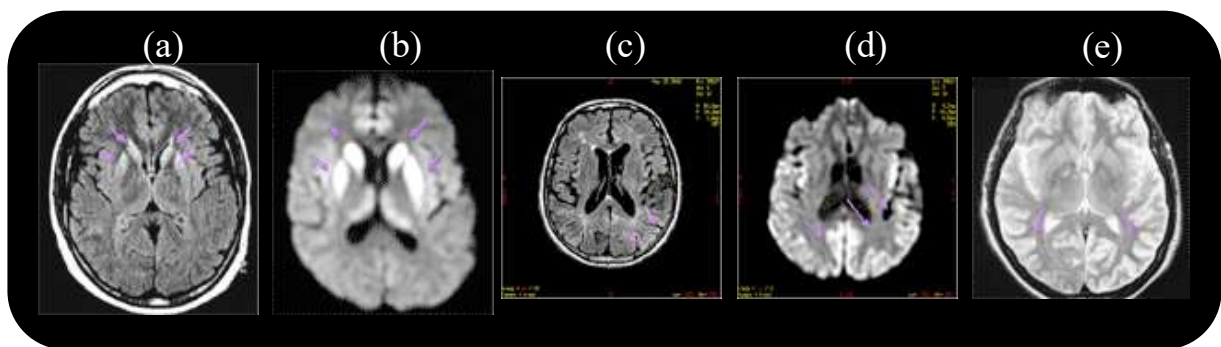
Séquences d'imagerie par résonance magnétique chez un patient sMCJ certain. Hypersignaux des noyaux gris centraux en séquences FLAIR (a), et de diffusion – DWI (b). Hypersignaux corticaux en séquences FLAIR (c), de diffusion – DWI (d) et T2 (e) ([Cellule nationale de référence des MCJ](#)).
